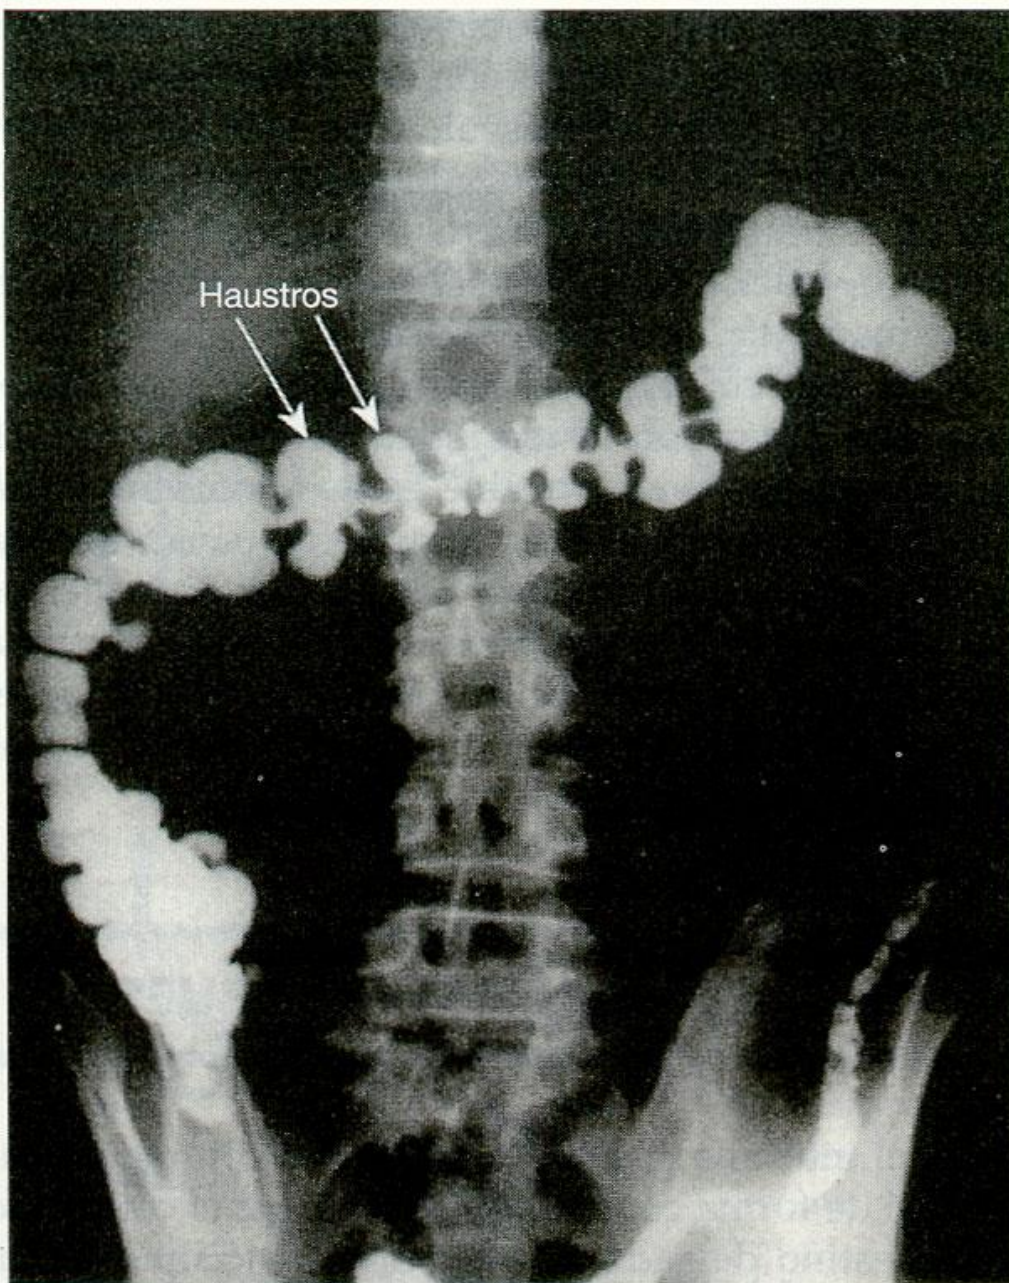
Radiografía que muestra las contracciones haustrales en el colon humano ascendente y transversal. Entre las «bolsas» haustrales hay segmentos de músculo circular contraído.
